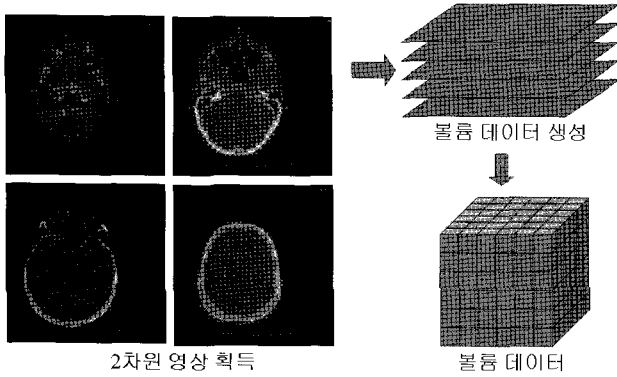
CT나 MRI로부터 볼륨데이터를 획득하는 과정
